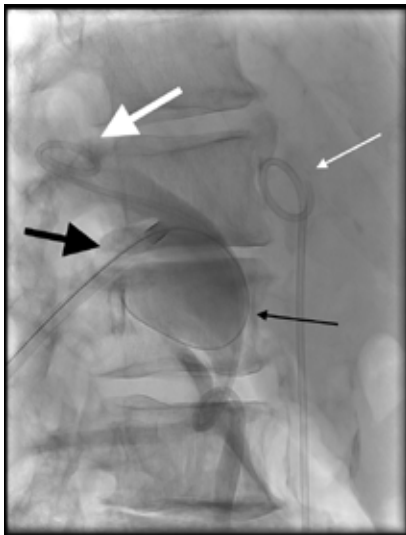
En 23 cm 11 F införingshylsa med röntgentät markör i njurbäckenet (fet svart pil). Hydrofil ledare (smal svart pil) kring uretärkateter (fet vit pil) på höger sida. På bilden ses även patientens vänstersidiga uretärkateter (smal vit pil).
